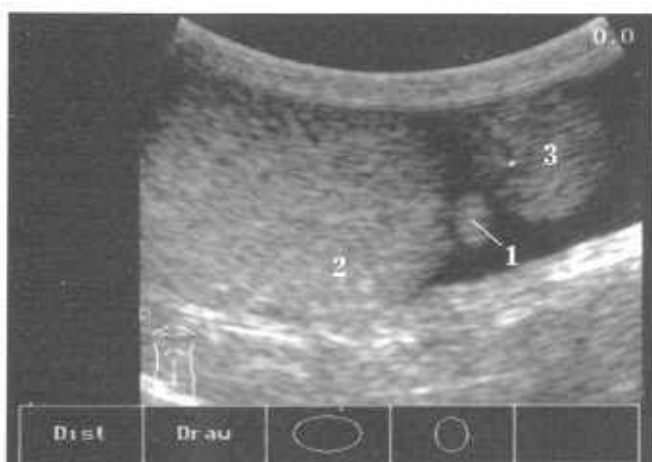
УЗ-томограмма яичка в продольной плоскости. 1 — привесок яичка; 2 — яичко; 3 — придаток яичка.
